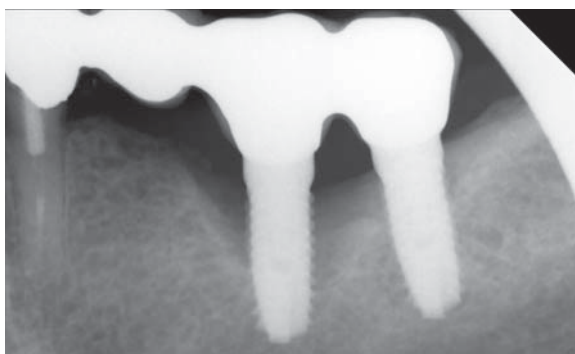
Diffuse Darstellung des periimplantären Knochen-niveaus durch nicht achsengerechte Röntgentechnik.
